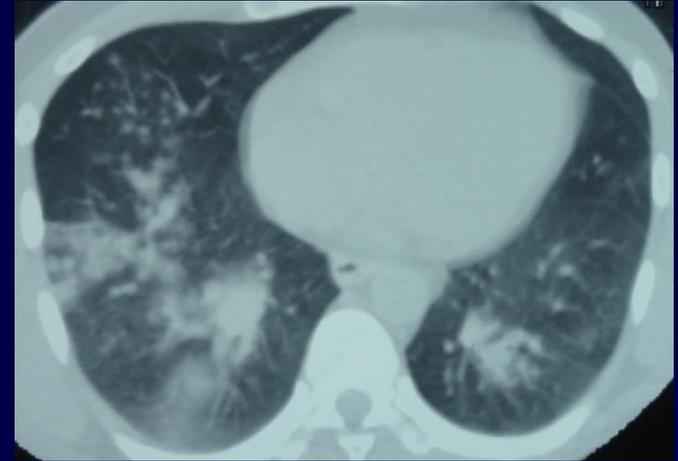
Image from: СКТ, полисегментарной пневмония - собственные данные
